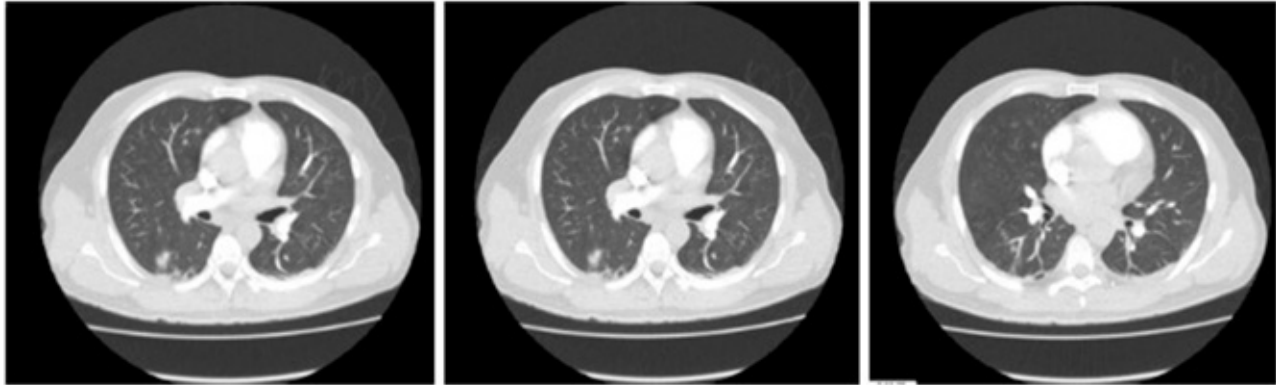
Embolias sépticas pulmonares. Tomografía de tórax contrastada con múltiples nódulos pulmonares sólidos en vidrio esmerilado. Fuente: los autores.
